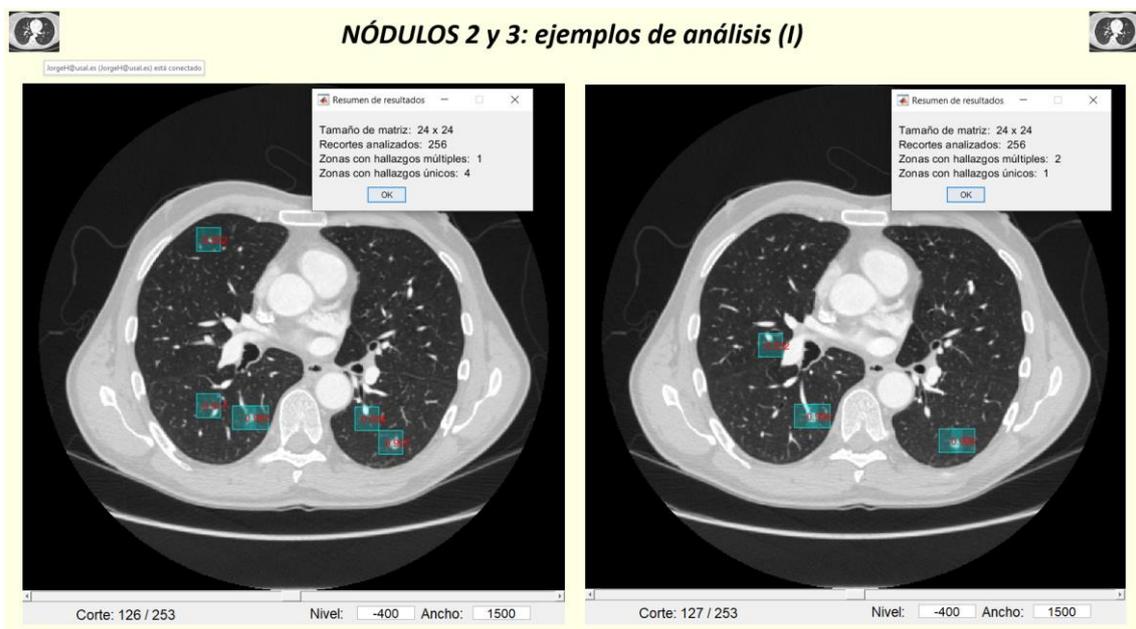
Casos TC de tórax. Caso 15: ejemplos de análisis de los nódulos 2 y 3 (I)
